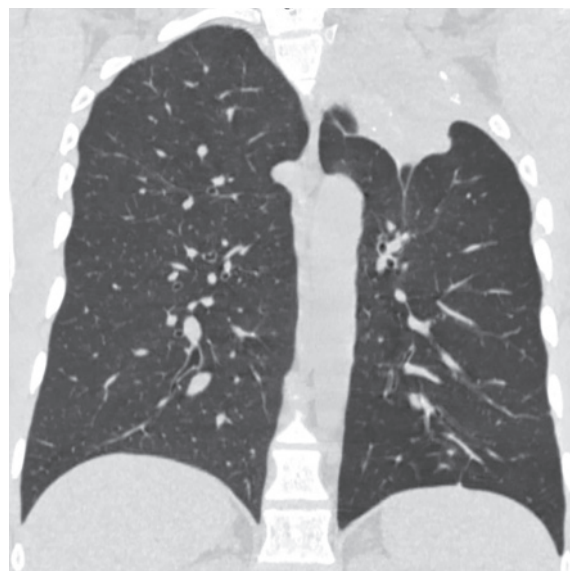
КТ ОГП пацієнта І. через 2 місяці після операції
